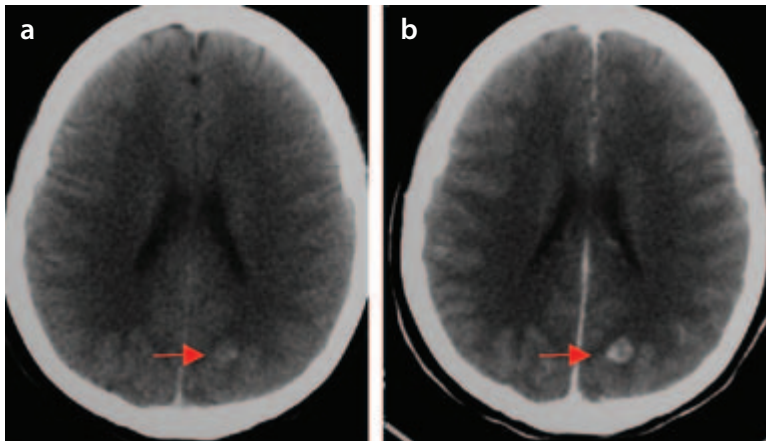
Cisticercos occipital en fase nodular granular. Tomografía axial computarizada. a) Fase simple: imagen de leve mayor densidad que la sustancia gris. b) Fase contrastada: imagen con refuerzo nodular.*
